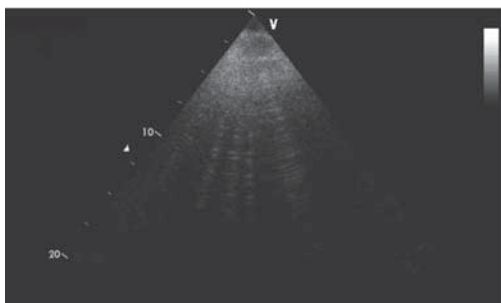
Ультразвуковые кометы легких (УКЛ) при УЗИ легких.
